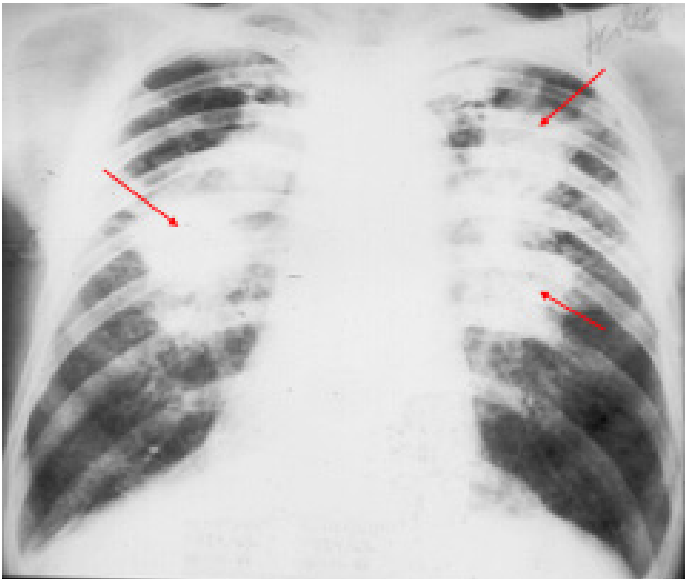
III рентгенологічна стадія пневмоконіозу: масивні затемнення у вигляді вузлів
